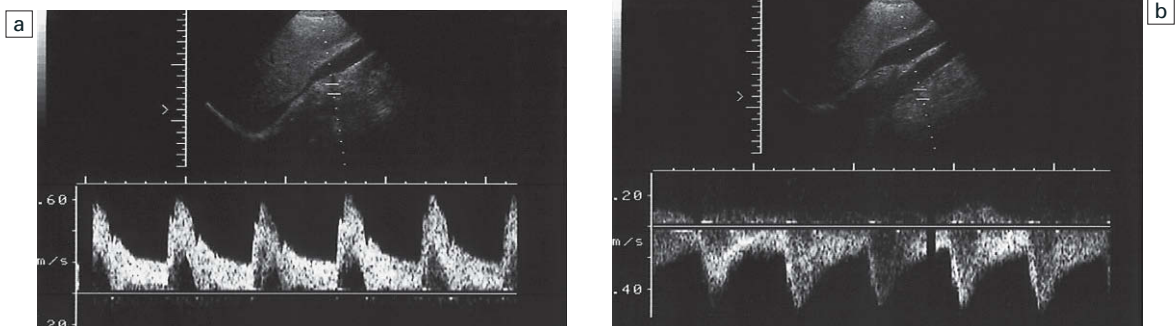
a) Espectro Doppler normal de la arteria renal derecha. b) El correspondiente espectro Doppler normal de la arteria renal izquierda utilizando una aproximación oblicua desde el flanco derecho.
